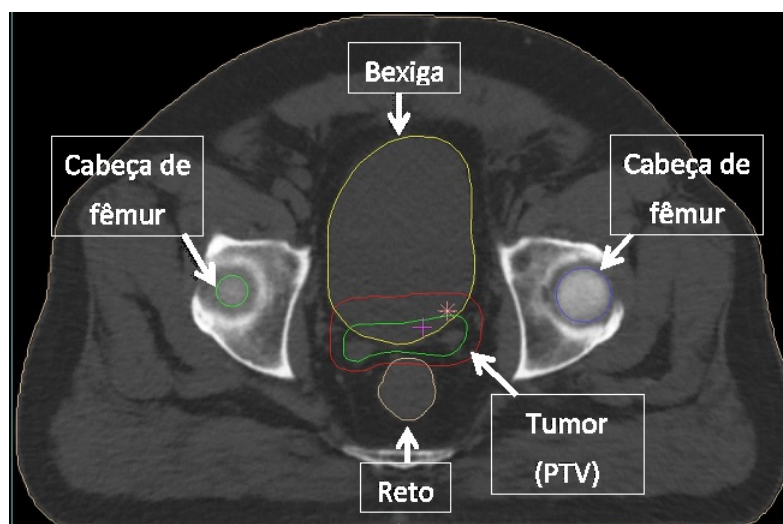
Imagem de tomografia utilizada no Caso 4.
